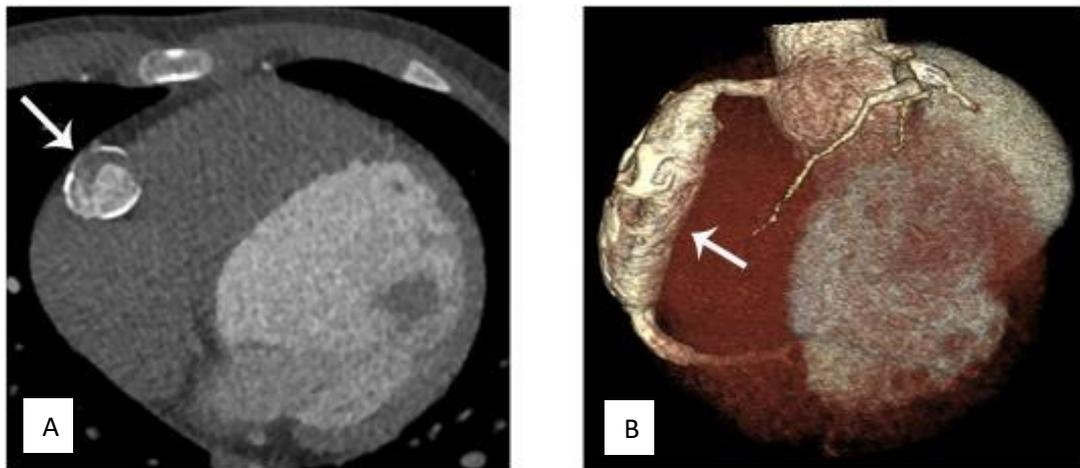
A)Tomografía computarizada en corte axial de la arteria coronaria derecha. B)Imagen 3D que demuestra aneurisma fusiforme con apariencia de cordón de cuentas.⁶⁷
